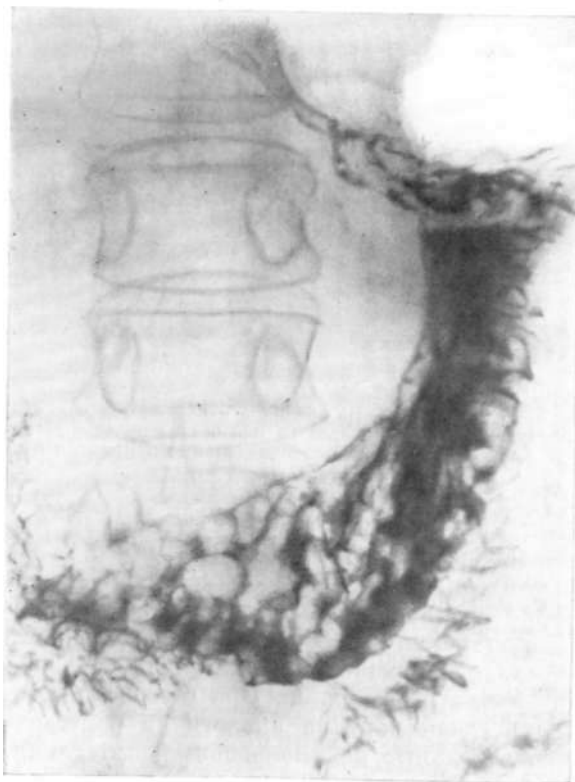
Обзорная рентгенограмма желудка. Полипозный гастрит и полип желудка.
